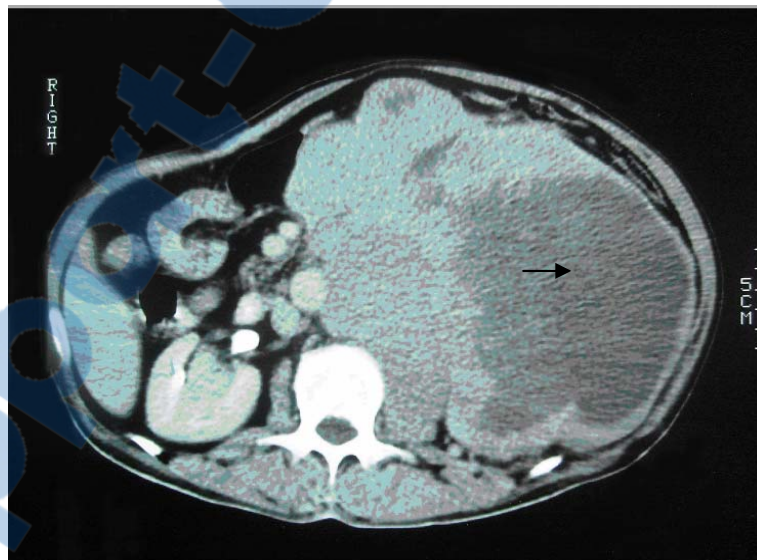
(B) : TDM abdominale en coupe axiale avec injection de PDC : rehaussement hétérogène de la tumeur avec persistance de plages d'hypodensité en rapport avec la nécrose tumorale (→). La tumeur infiltre le psoas s'étendant le long de l'hémicorps vertébral gauche. Elle refoule l'aorte et la VCI en avant et à droite, ainsi que les anses intestinales. (Cas n°10 : carcinosarcome)
